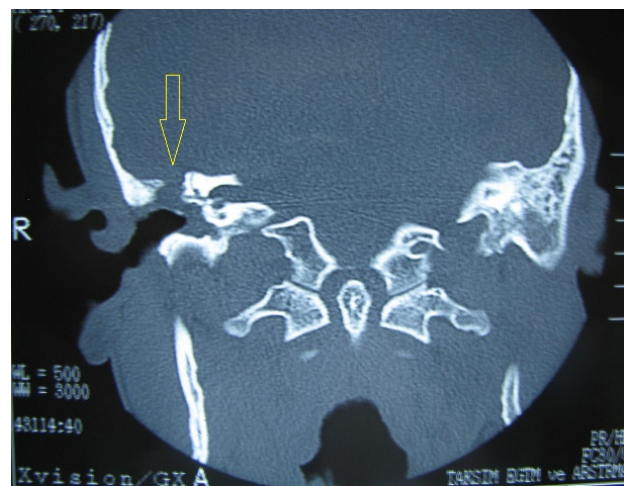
(a): Preoperative axial plan CT shows a soft tissue in the mastoid cavity (arrow). (b): Coronal plane CT shows the tegmen defect (arrows)
